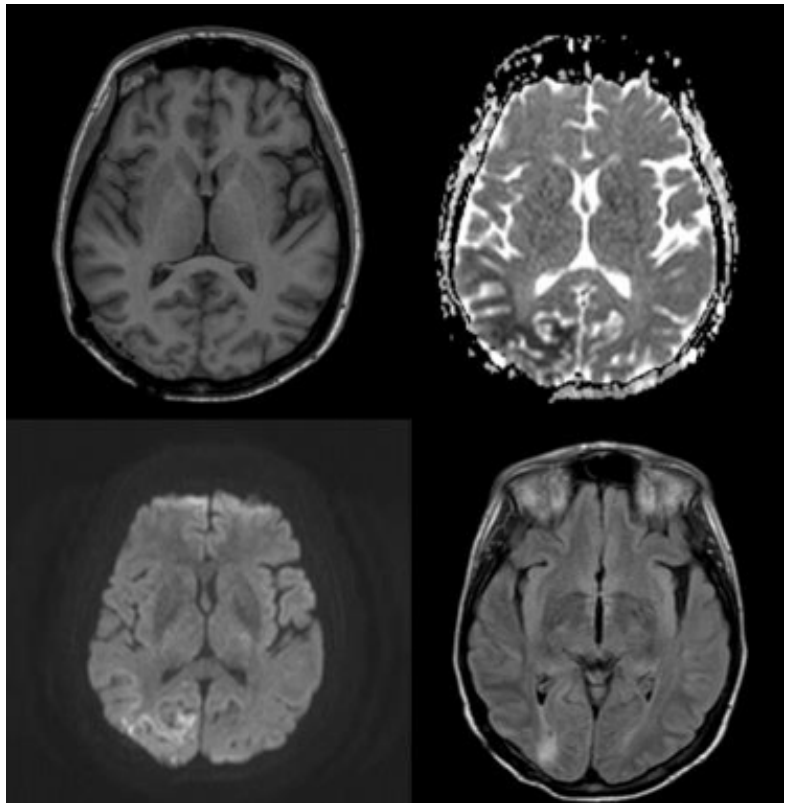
Diferentes secuencias de resonancia magnética (RM) cerebral donde no se objetivan alteraciones agudas concordantes con encefalitis. Estigmas de cirugía a nivel parieto-occipital derecho.
